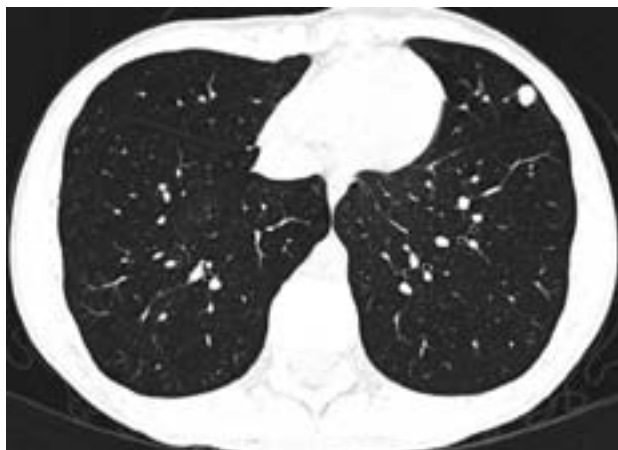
КТ грудной клетки. Метастаз остеогенной саркомы в языковых сегментах верхней доли левого легкого. Очаг имеет костную плотность и однородную структуру.
